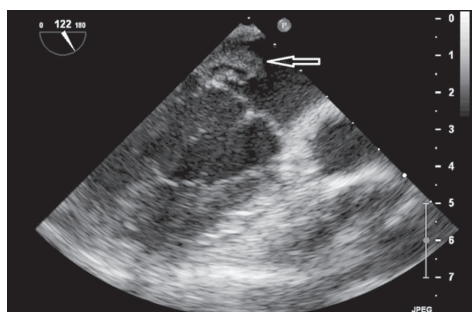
Чреспищеводная эхокардиограмма пациентки А., 16 лет. Продольная ось сердца. Стрелками указаны вегетации на задней створке митрального клапана
